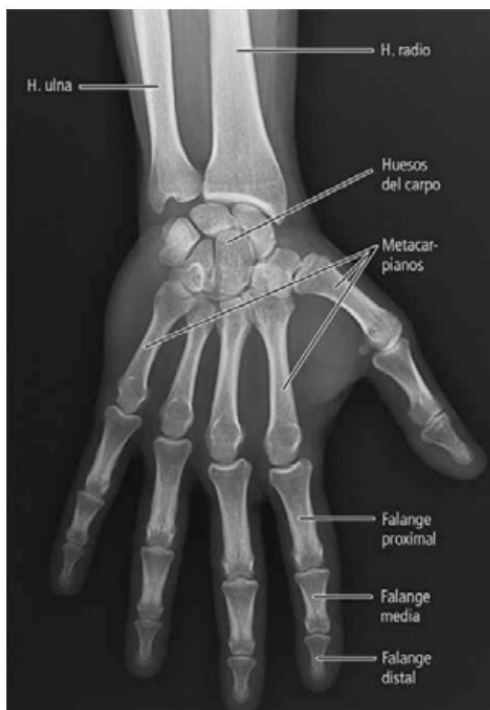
Radiografía dorsopalmar (de frente) de la mano derecha.
